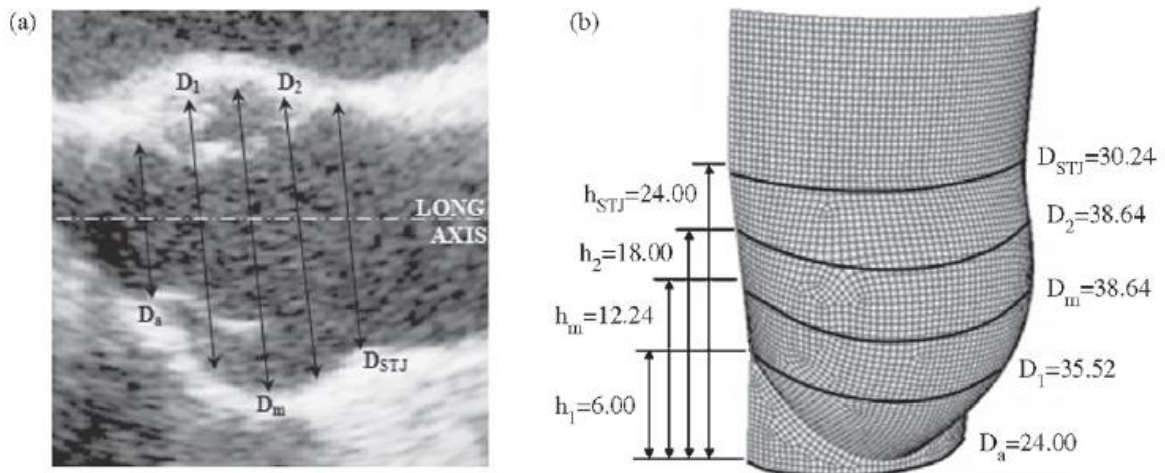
Dimensioni caratteristiche della radice aortica utilizzate nel modello di Soncini et al. (2002): esempio di un'immagine ecocardiografica in asse lungo (a sinistra) e geometria ricostruita della radice (a destra).
